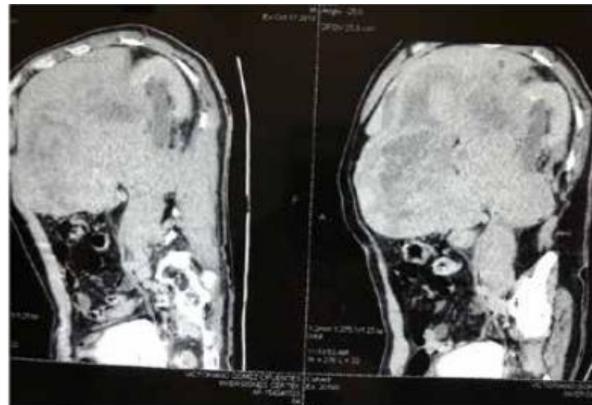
Tumor Renal Derecho extenso. Corte tangencial por TAC
